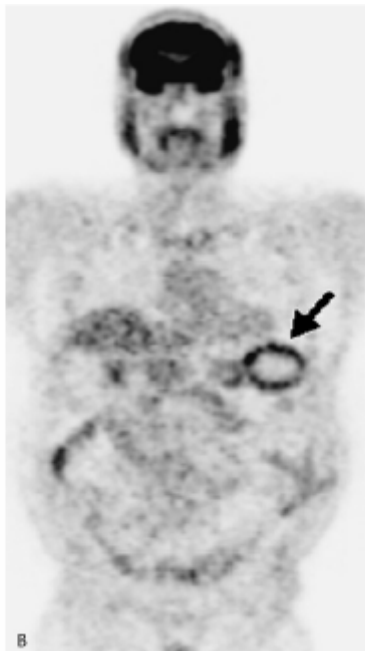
FDG-Speicherung in einem im Körper belassenen chirurgischen Schwamm [44]
